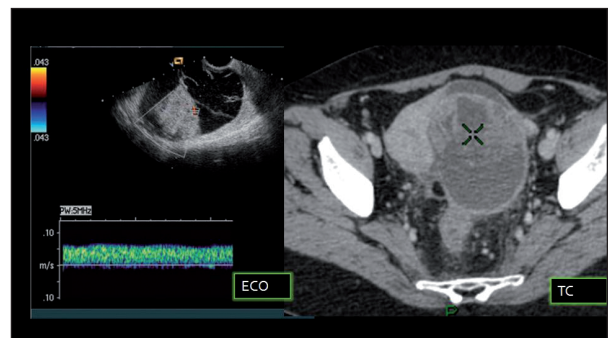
Carcinoma ovárico de células claras en mujer de 50 años. ETV y TC axial con contraste intravenoso muestran una masa compleja, quística, con tabiques y polo sólido con vascularización en el Doppler. La imagen sirve para demostrar la baja resolución anatómica de la TC respecto a la RM (compárese con la figura 2).
